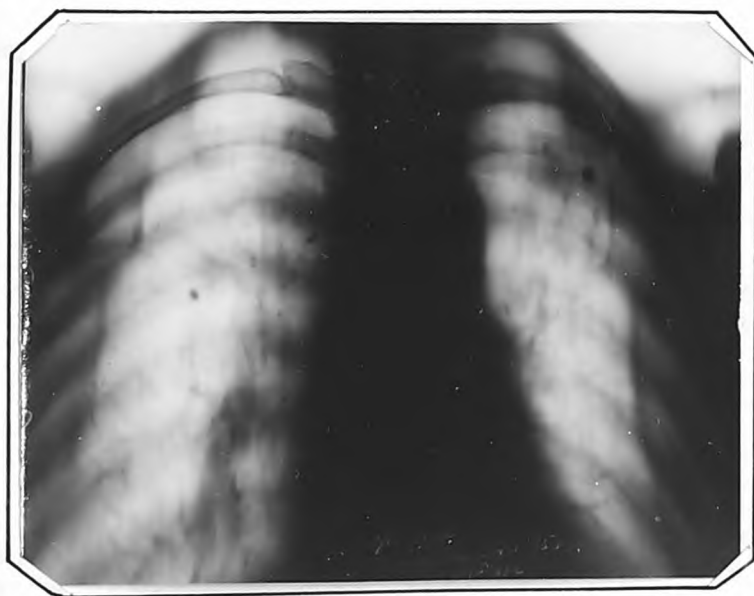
Томограмма т.С. (срез 6 см) от 21.1V.1961 г.
